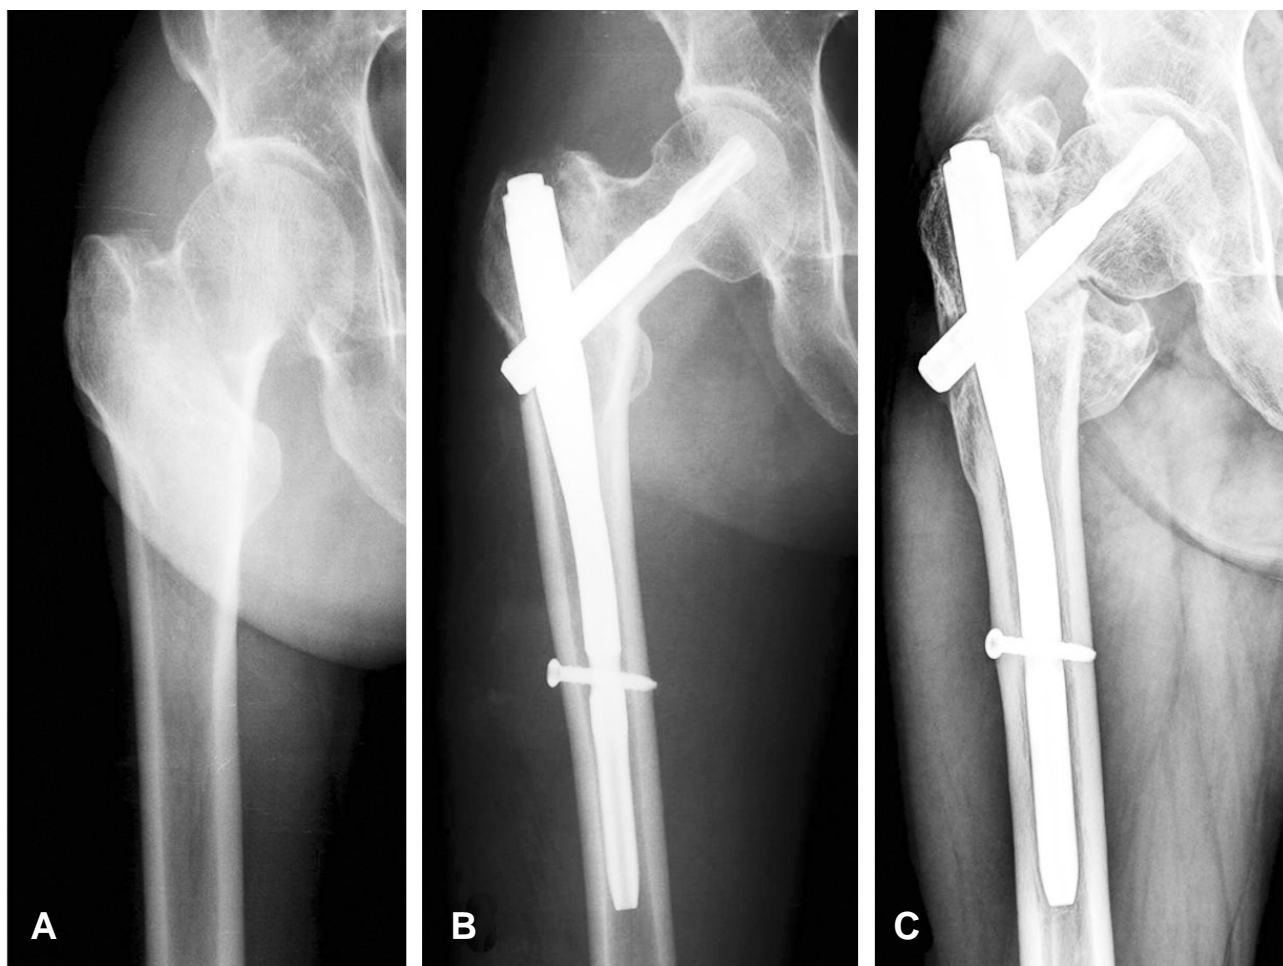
(A) 65 years old male with intertrochanteric fracture (AO/OTA classification 31-A1.2), preoperative AP radiograph. (B) Immediate postoperative AP radiograph showed that varus reduction more than 10 degree compared with contralateral side. (C) 1.5 years after operation, AP radiograph showed that PFNA blade penetrated femoral head.
